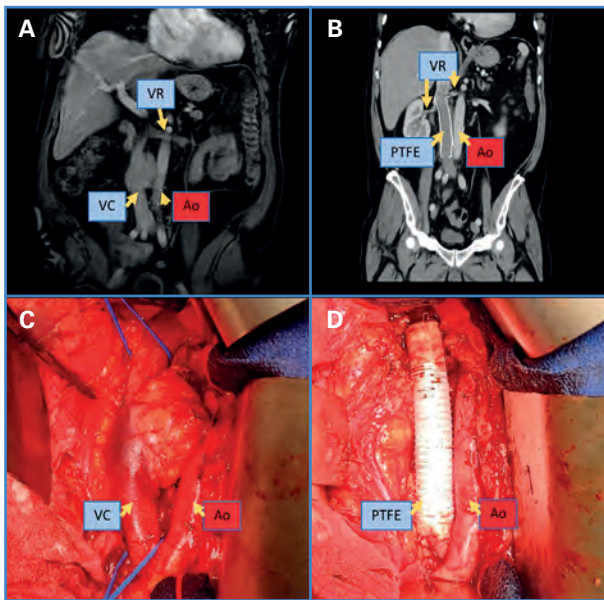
Composición de imágenes previa resección (izquierdas), realizada reconstrucción (derechas), radiológicas (superiores) y en campo quirúrgico (inferiores). A. RM mostrando tumoración (leiomiomasarcoma) en VCI. B. TC posterior a la cirugía, observando prótesis de PTFE anillada en VCI infrarrenal en sustitución del segmento reseñado. C. Visión quirúrgica del leiomiomasarcoma de VCI. D. Reconstrucción con prótesis de PTFE anillada de segmento reseñado (VC: vena cava; Ao: aorta; VR: vena renal; PTFE: politetrafluoroetileno).
